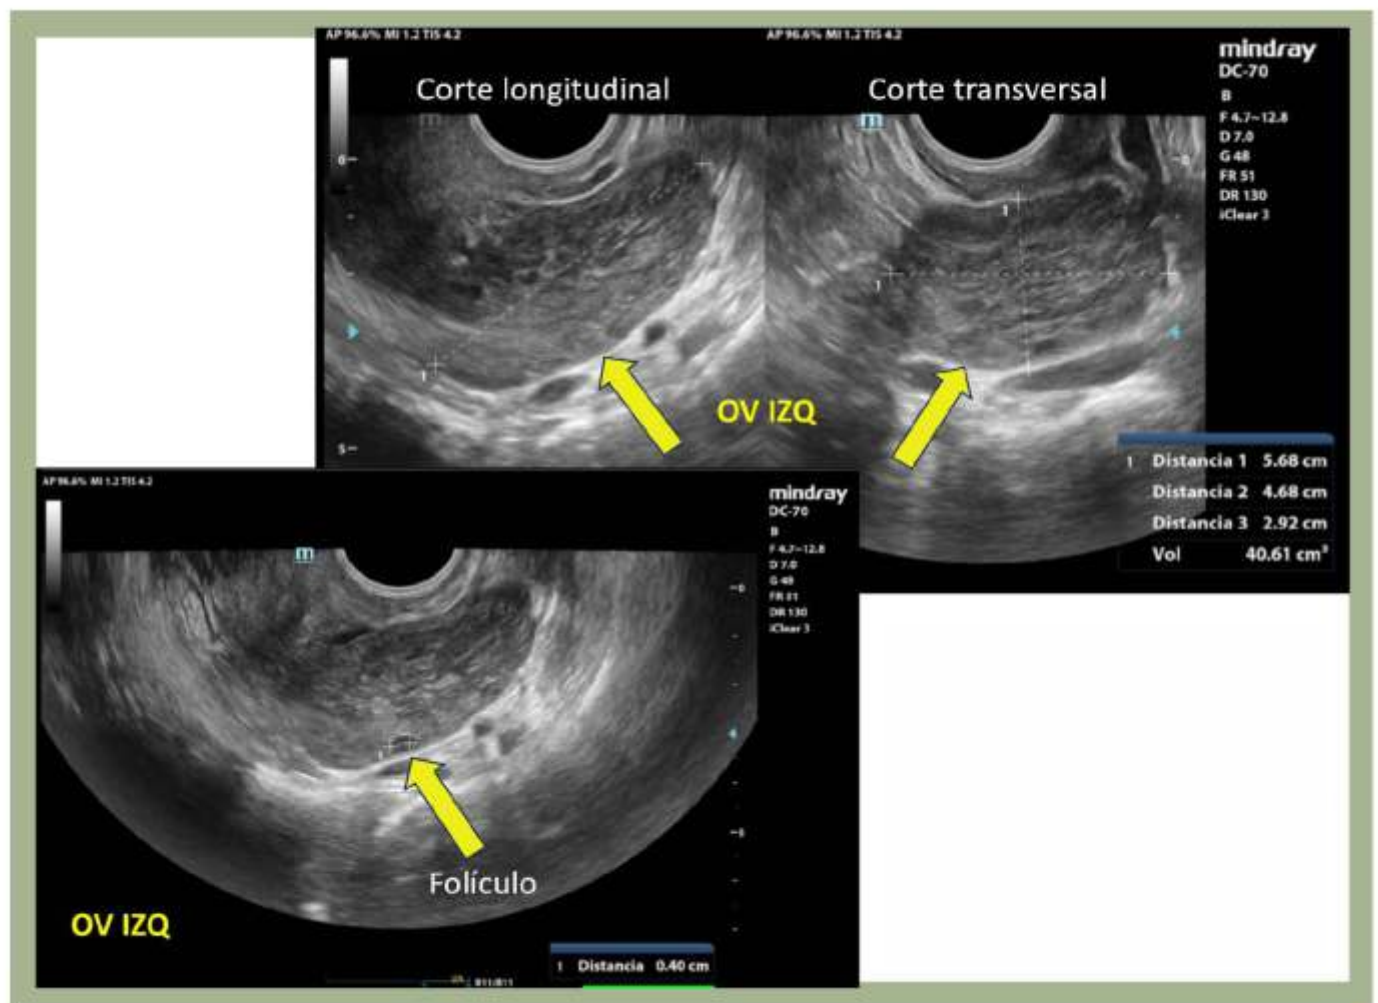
ECO TV. Ovario izquierdo aumentado de tamaño, de ecoestructura heterogénea, folículos periféricos, escasa vascularización al rastreo Doppler color
